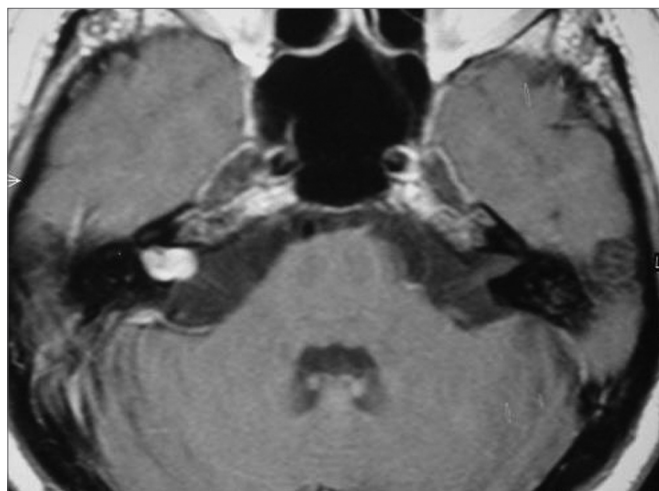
Ressonância nuclear magnética de crânio (axial T1 com contraste) mostrando hemangioma cavernoso à direita.
